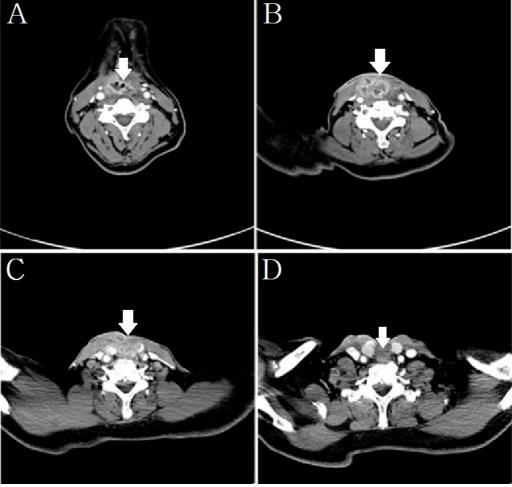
This serial pictures (cephalic to caudal) of the CT scan revealed the heterogeneously enhancing lesions around the previous tracheostoma (white arrows in each picture).
